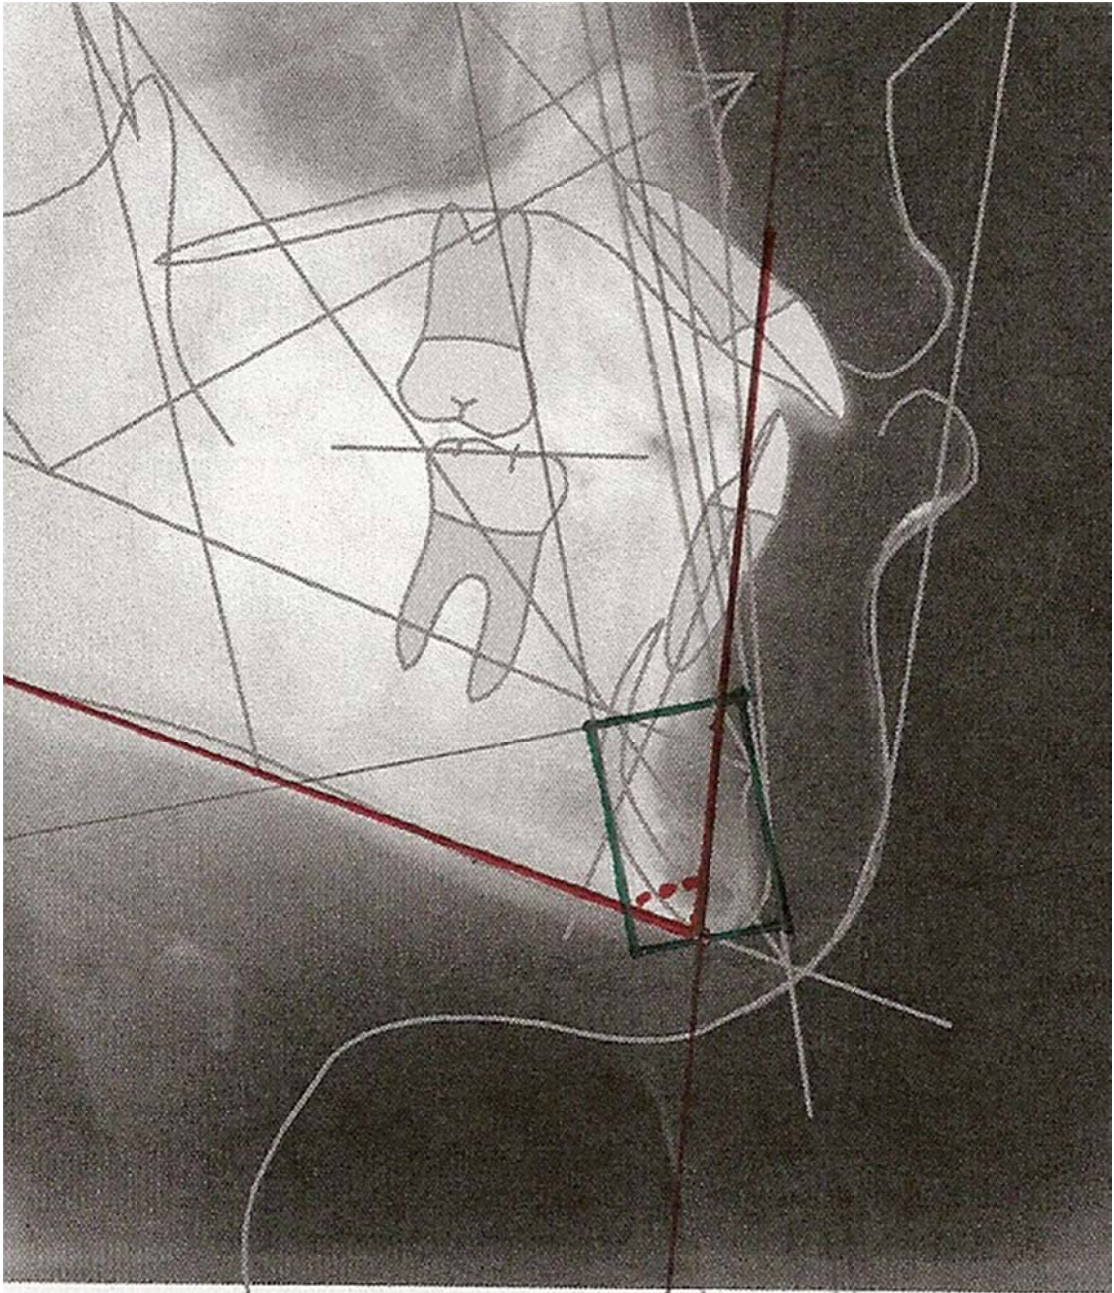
Construção do traçado cefalométrico proposto por Aki Todd nas telerradiografias.
